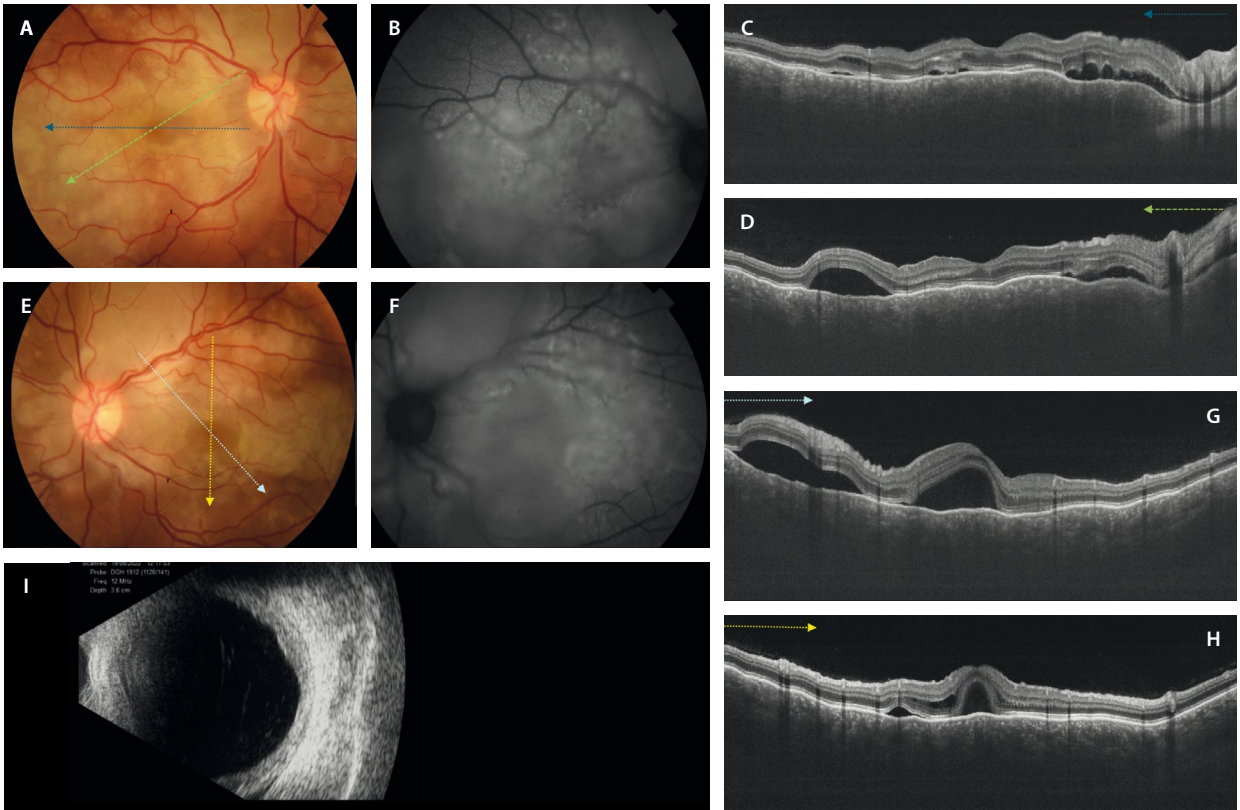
Caso de enfermedad de Vogt-Koyanagi-Harada agudo. A y E) En la retinografía a color destacan grandes áreas cremosas amarillentas que confluyen ocupando casi todo el polo posterior. B y F) En la autofluorescencia se aprecia una hiperautofluorescencia difusa. C-D y G-H) Diferentes cortes de la tomografía de coherencia óptica, donde destacan múltiples desprendimientos del neuroepitelio tabicados, así como un engrosamiento coroideo difuso con pliegues retinocoroideos, puntos hiperreflectivos en la coroides interna, y un estroma coroideo infiltrado y homogéneamente hiporreflectivo (no se aprecian detalles vasculares coroideos). I) En la ecografía ocular se puede apreciar un engrosamiento coroideo difuso.
